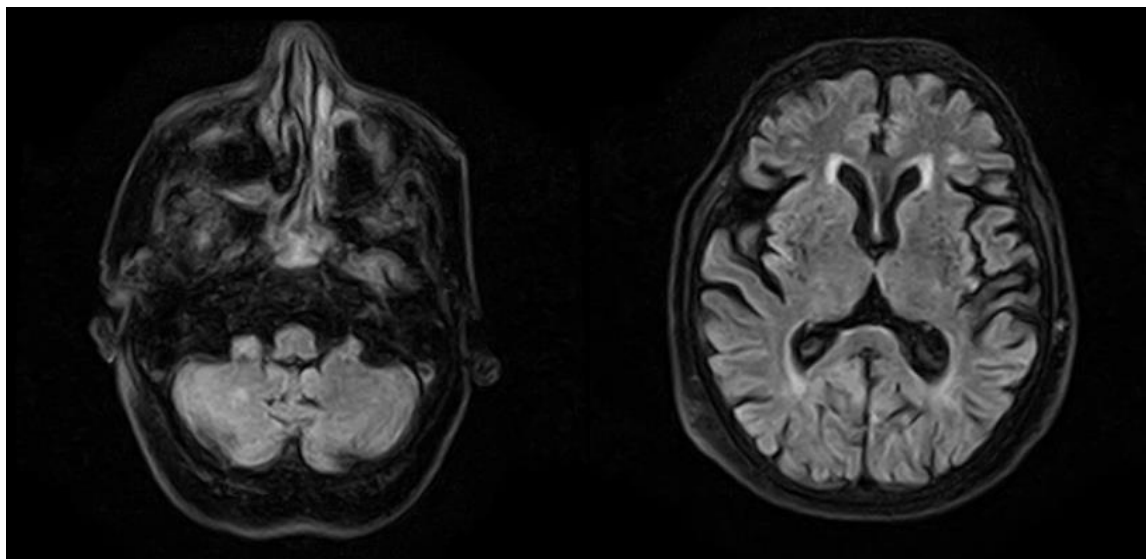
Ressonância magnética de crânio com melhora dos achados prévios de hiperintensidades em T2/FLAIR.
